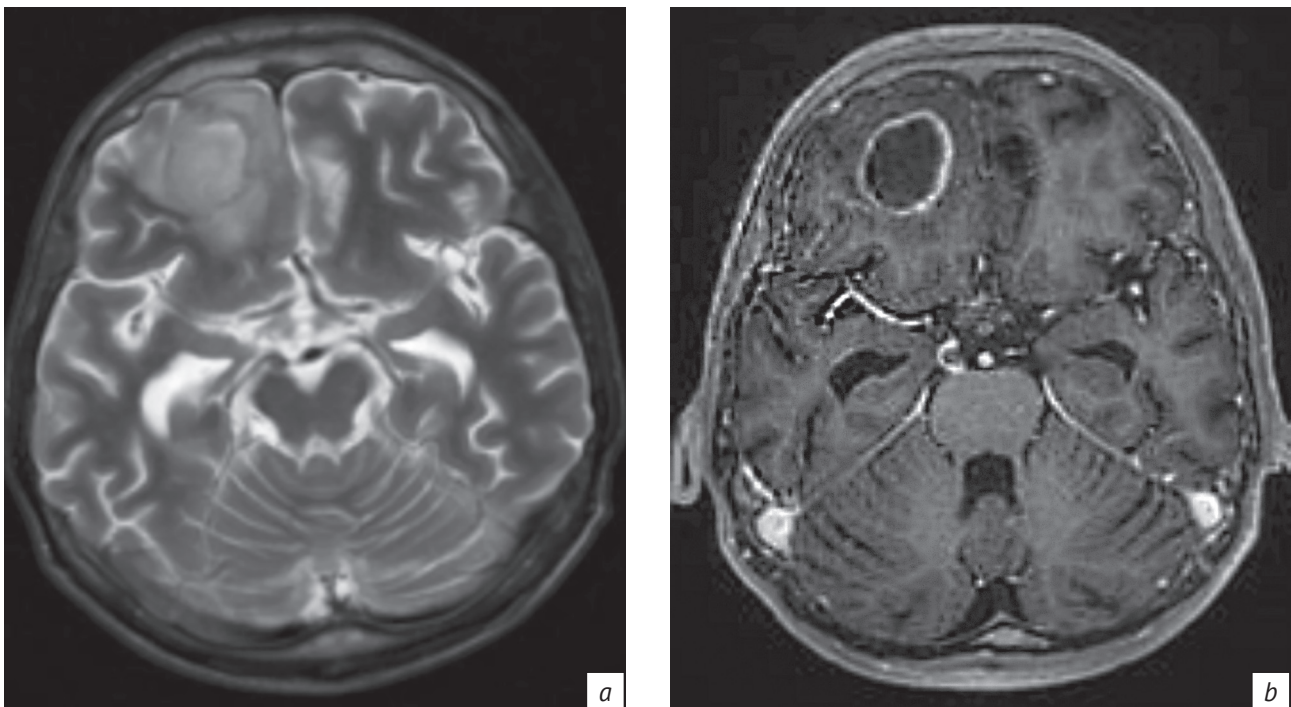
МРТ-изображения в режиме T2-ВИ в аксиальной плоскости (а): умеренно гипоинтенсивный МР-сигнал от содержимого абсцесса. МРТ-изображение в режиме T1-ВИ в аксиальной плоскости после внутривенного введения контрастного вещества (b): утолщение и накопление контраста правым глазодвигательным нервом, абсцесс правой лобной доли
